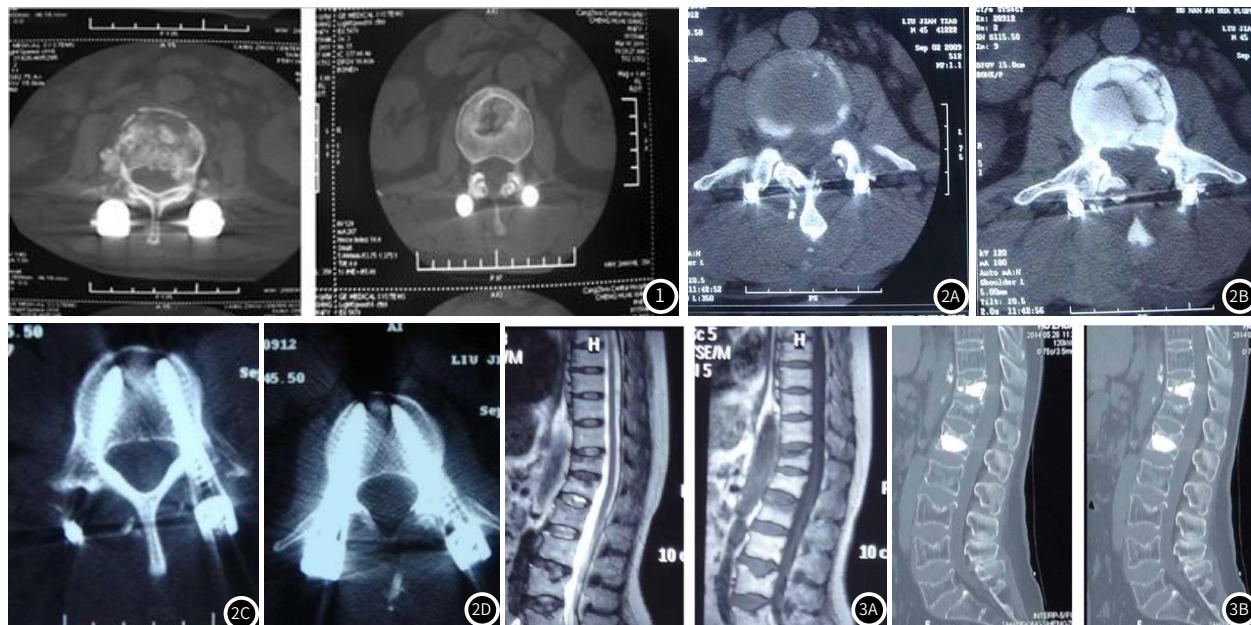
老年腰椎椎体骨质疏松性压缩性骨折图。图2 老年腰椎椎体骨质疏松性压缩性骨折术前和术后CT图。图3 老年腰椎椎体骨质疏松性压缩性骨折MRI图。图3A：为治疗前；图2B：为治疗后。
